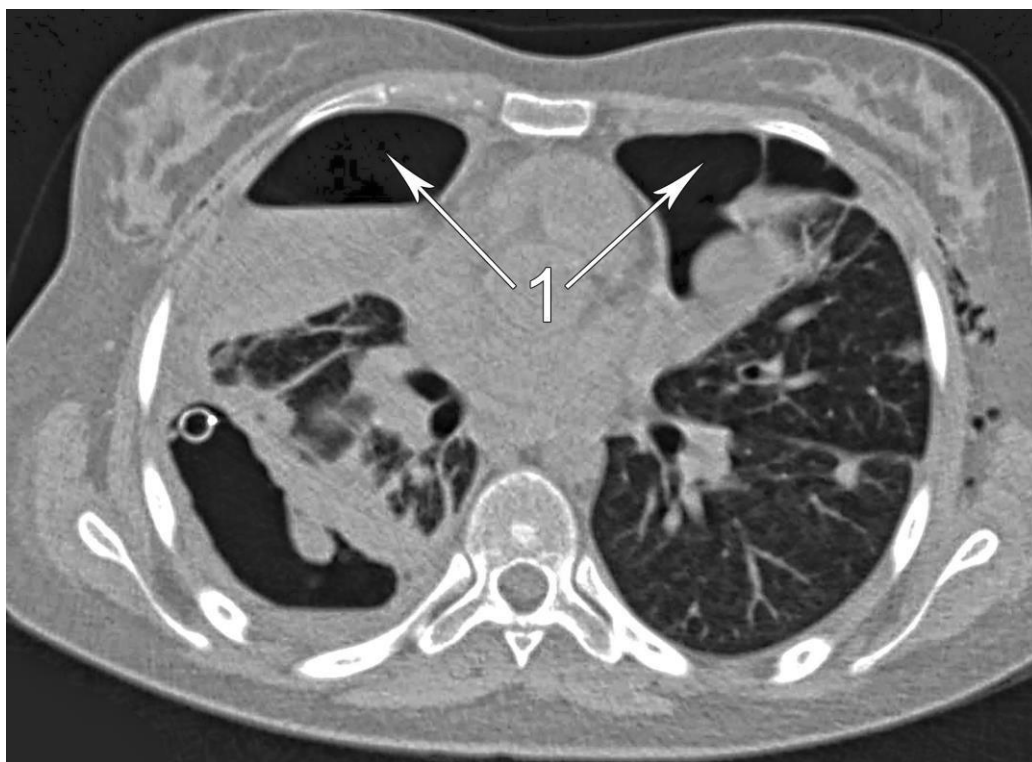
МСКТ. Двухсторонние абсцессы легких после перенесенной COVID–19. 1 – билатеральный гидропневмоторакс (эмпиема плевры). (Фото из архива кафедры)
